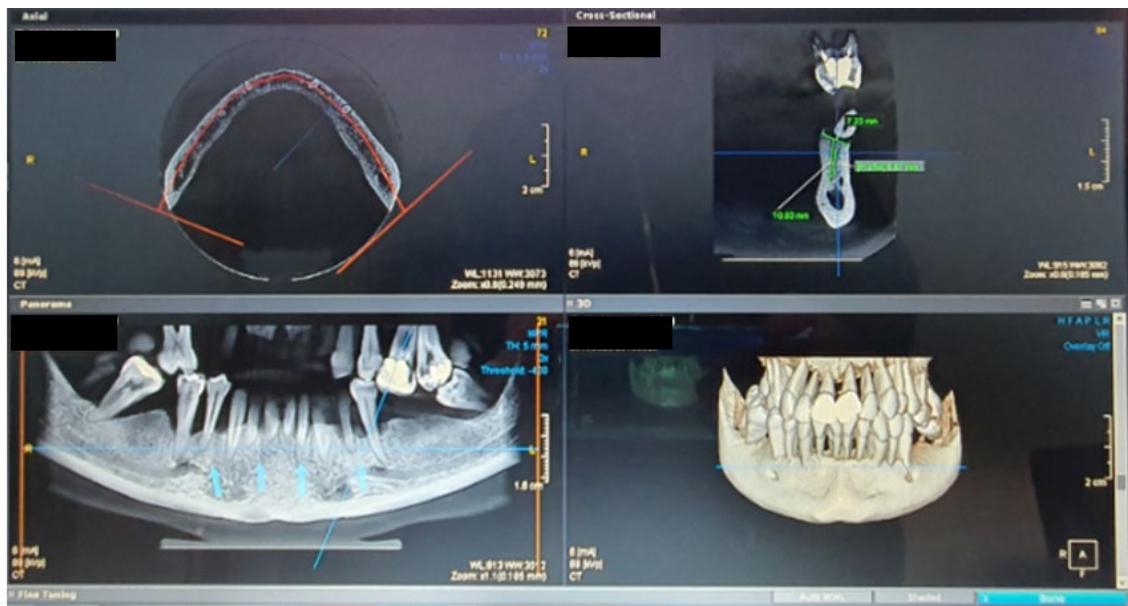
Ortopantomogramski snimak početnog stanja
